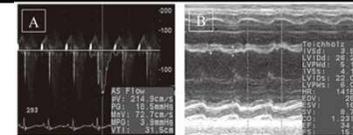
弁膜症 (大動脈弁狭窄症) (A) 及び拡張型心筋症 (B) のエコー像
